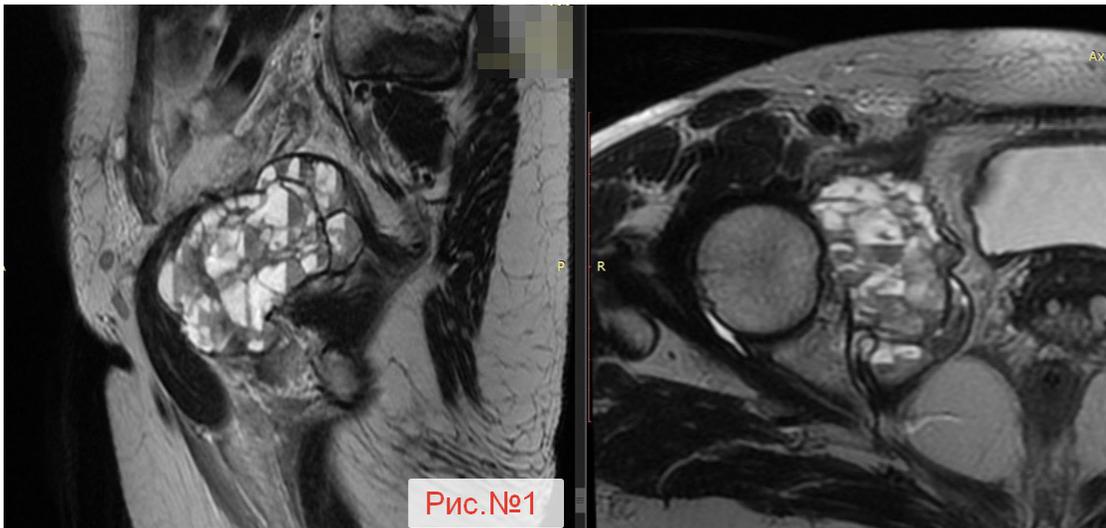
Снимки МРТ пациентки К., апрель 2020 г.
